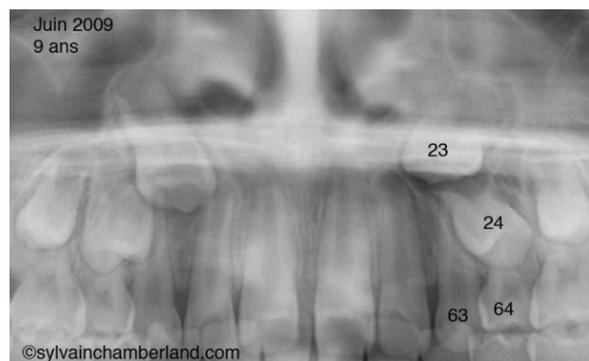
Radiographie panoramique préliminaire.
